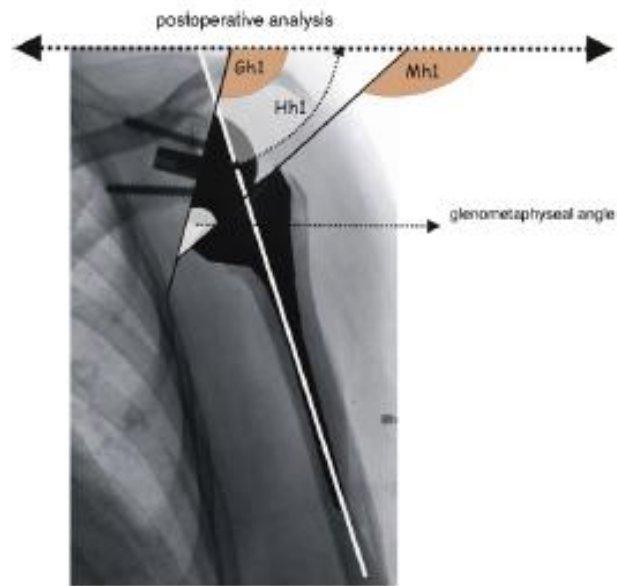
Mesura de l'angle glenometafisari en la radiografia anteroposterior del postoperatori.
